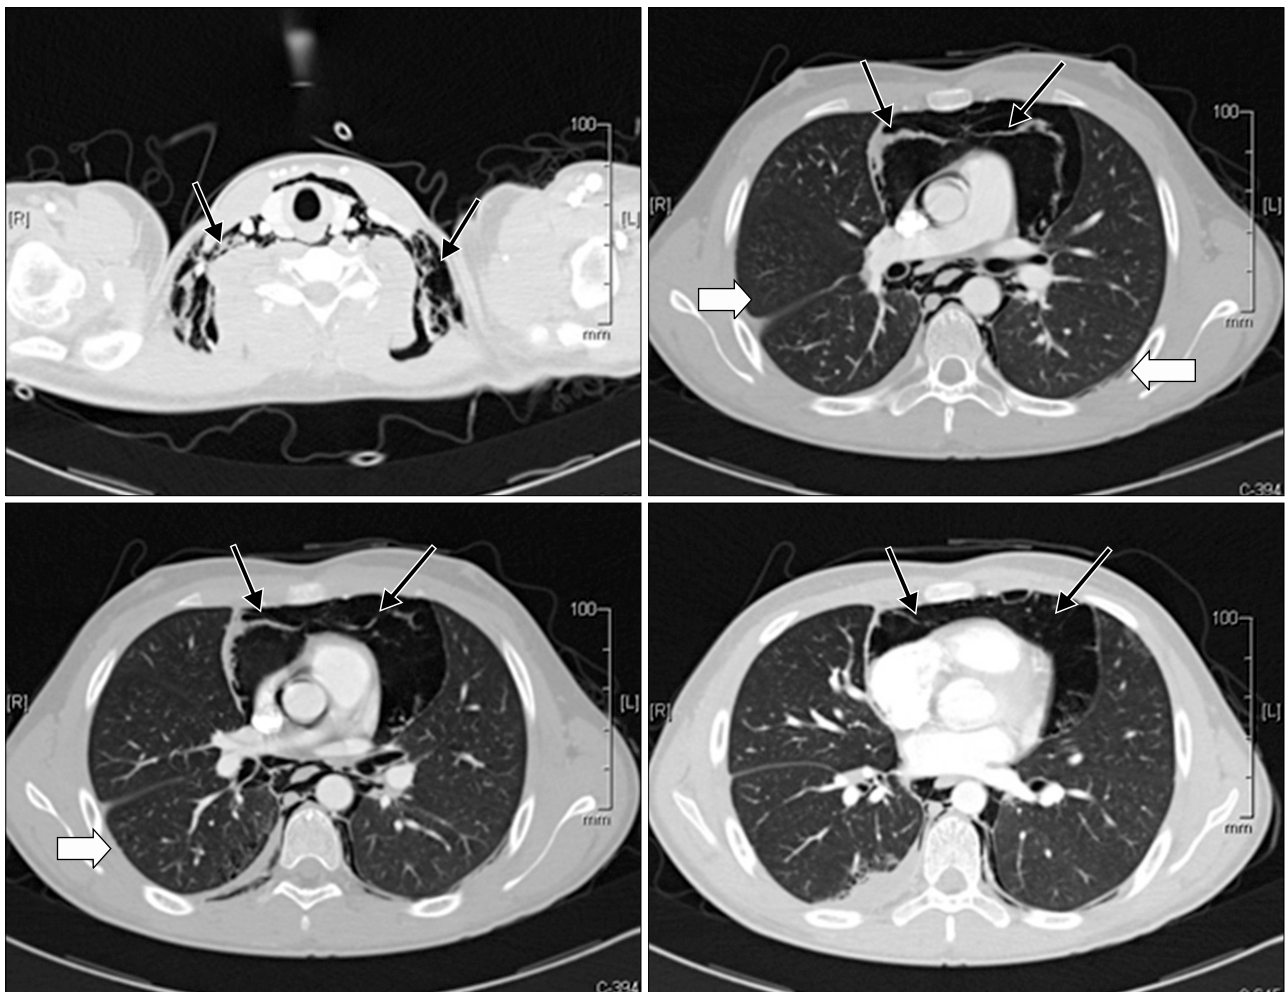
High resolution CT (HRCT) scan shows pneumomediastinum (black arrow), honeycombing, ground-glass opacity (white arrow), septal thickening and small nodules in both lung fields.
